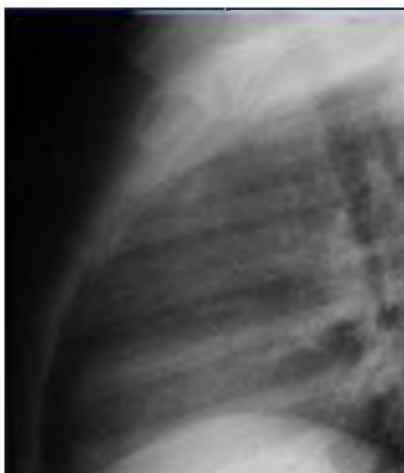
Рентгенограмма грудной клетки ребенка 2 г. 4 мес. в боковой проекции.
